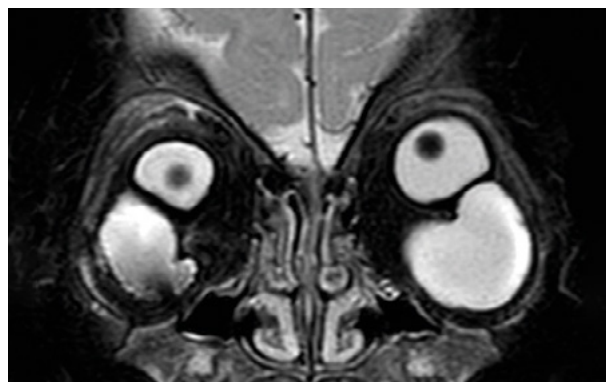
Resonancia magnética orbitaria en corte coronal y secuencia STIR de microftalmos con quiste bilateral: globos oculares de pequeño tamaño y desplazados hacia arriba por sendos quistes de gran tamaño; diámetros orbitarios aumentados.
